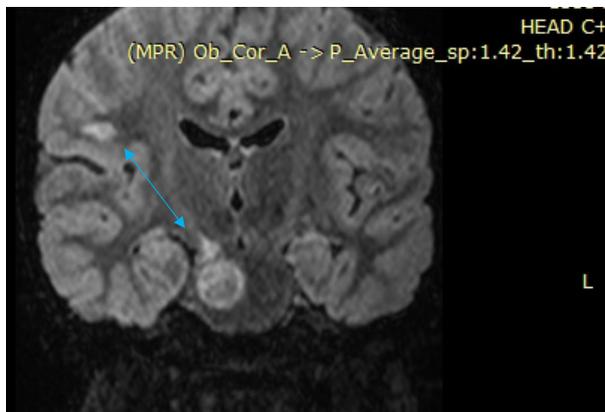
В мосту справа с переходом на ножку мозга зона мр-сигнала с ограничением диффузии. Аналогичный участок в правой лобно-теменной области.
